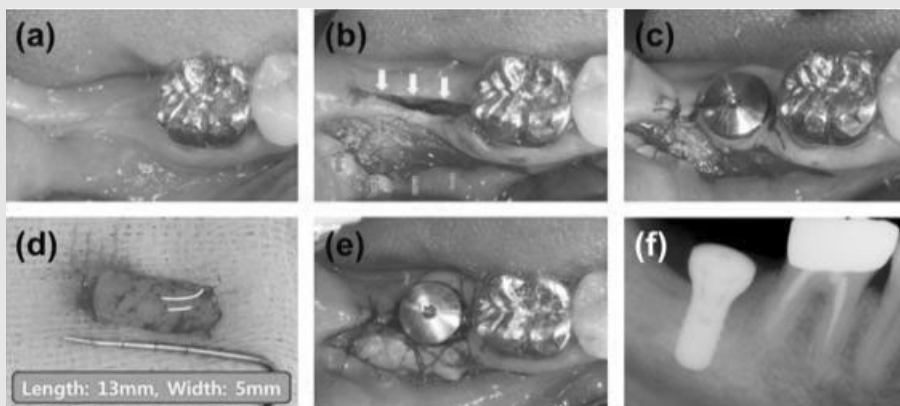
Free gingival graft with spontaneous implant placement on lower right second molar area: Case 1. (a) Pre-operative occlusal view. (b) Occlusal view. After making a full thickness incision on alveolar crest for confirming the healed ridge, buccal flap was transposed apically. Yellow arrows indicate full thickness incision line. Green arrows indicate margin of apically positioned flap. (c) Occlusal view. Implant installation. (d) Free gingiva was harvested from right hard palate area. (e) Occlusal view. The autograft was immobilized by suture. (f) Post-operative periapical view.
